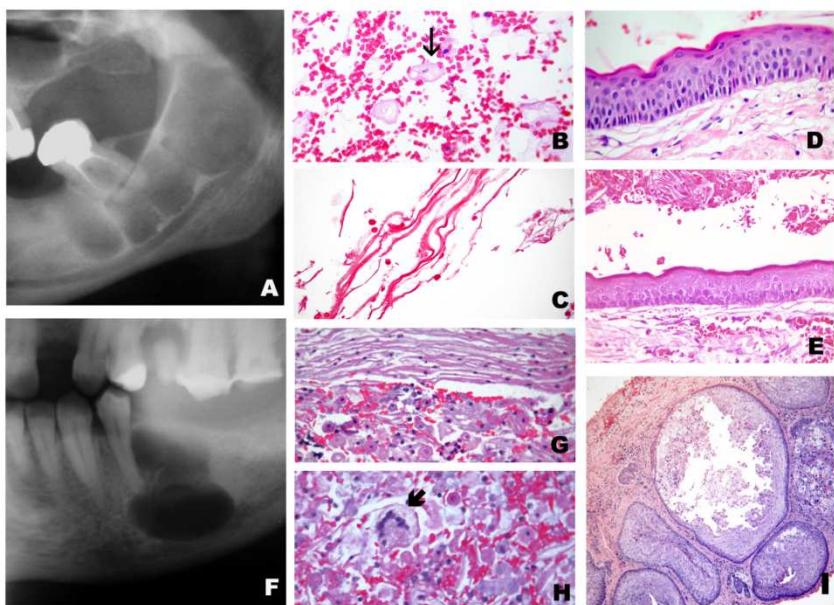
A: Radiografia Panorâmica de TOC. B e C: *cell block* de TOC, com grande quantidade de hemácias, poucas células epiteliais (B - seta) e fitas de paraceratina (C - seta). D/E: lâminas histopatológicas de TOC. F: Radiografia Panorâmica do Tumor Odontogênico Escamoso (TOE) com presença de 2 lojas, uma superior e uma inferior. G e H: *cell block* do TOE - presença de fitas de paraceratina, células inflamatórias, grande quantidade de células epiteliais e células gigantes multinucleadas (seta). I: histopatológico de TOE, mostrando ilhas de epitélio neoplásico com áreas de degeneração central.
